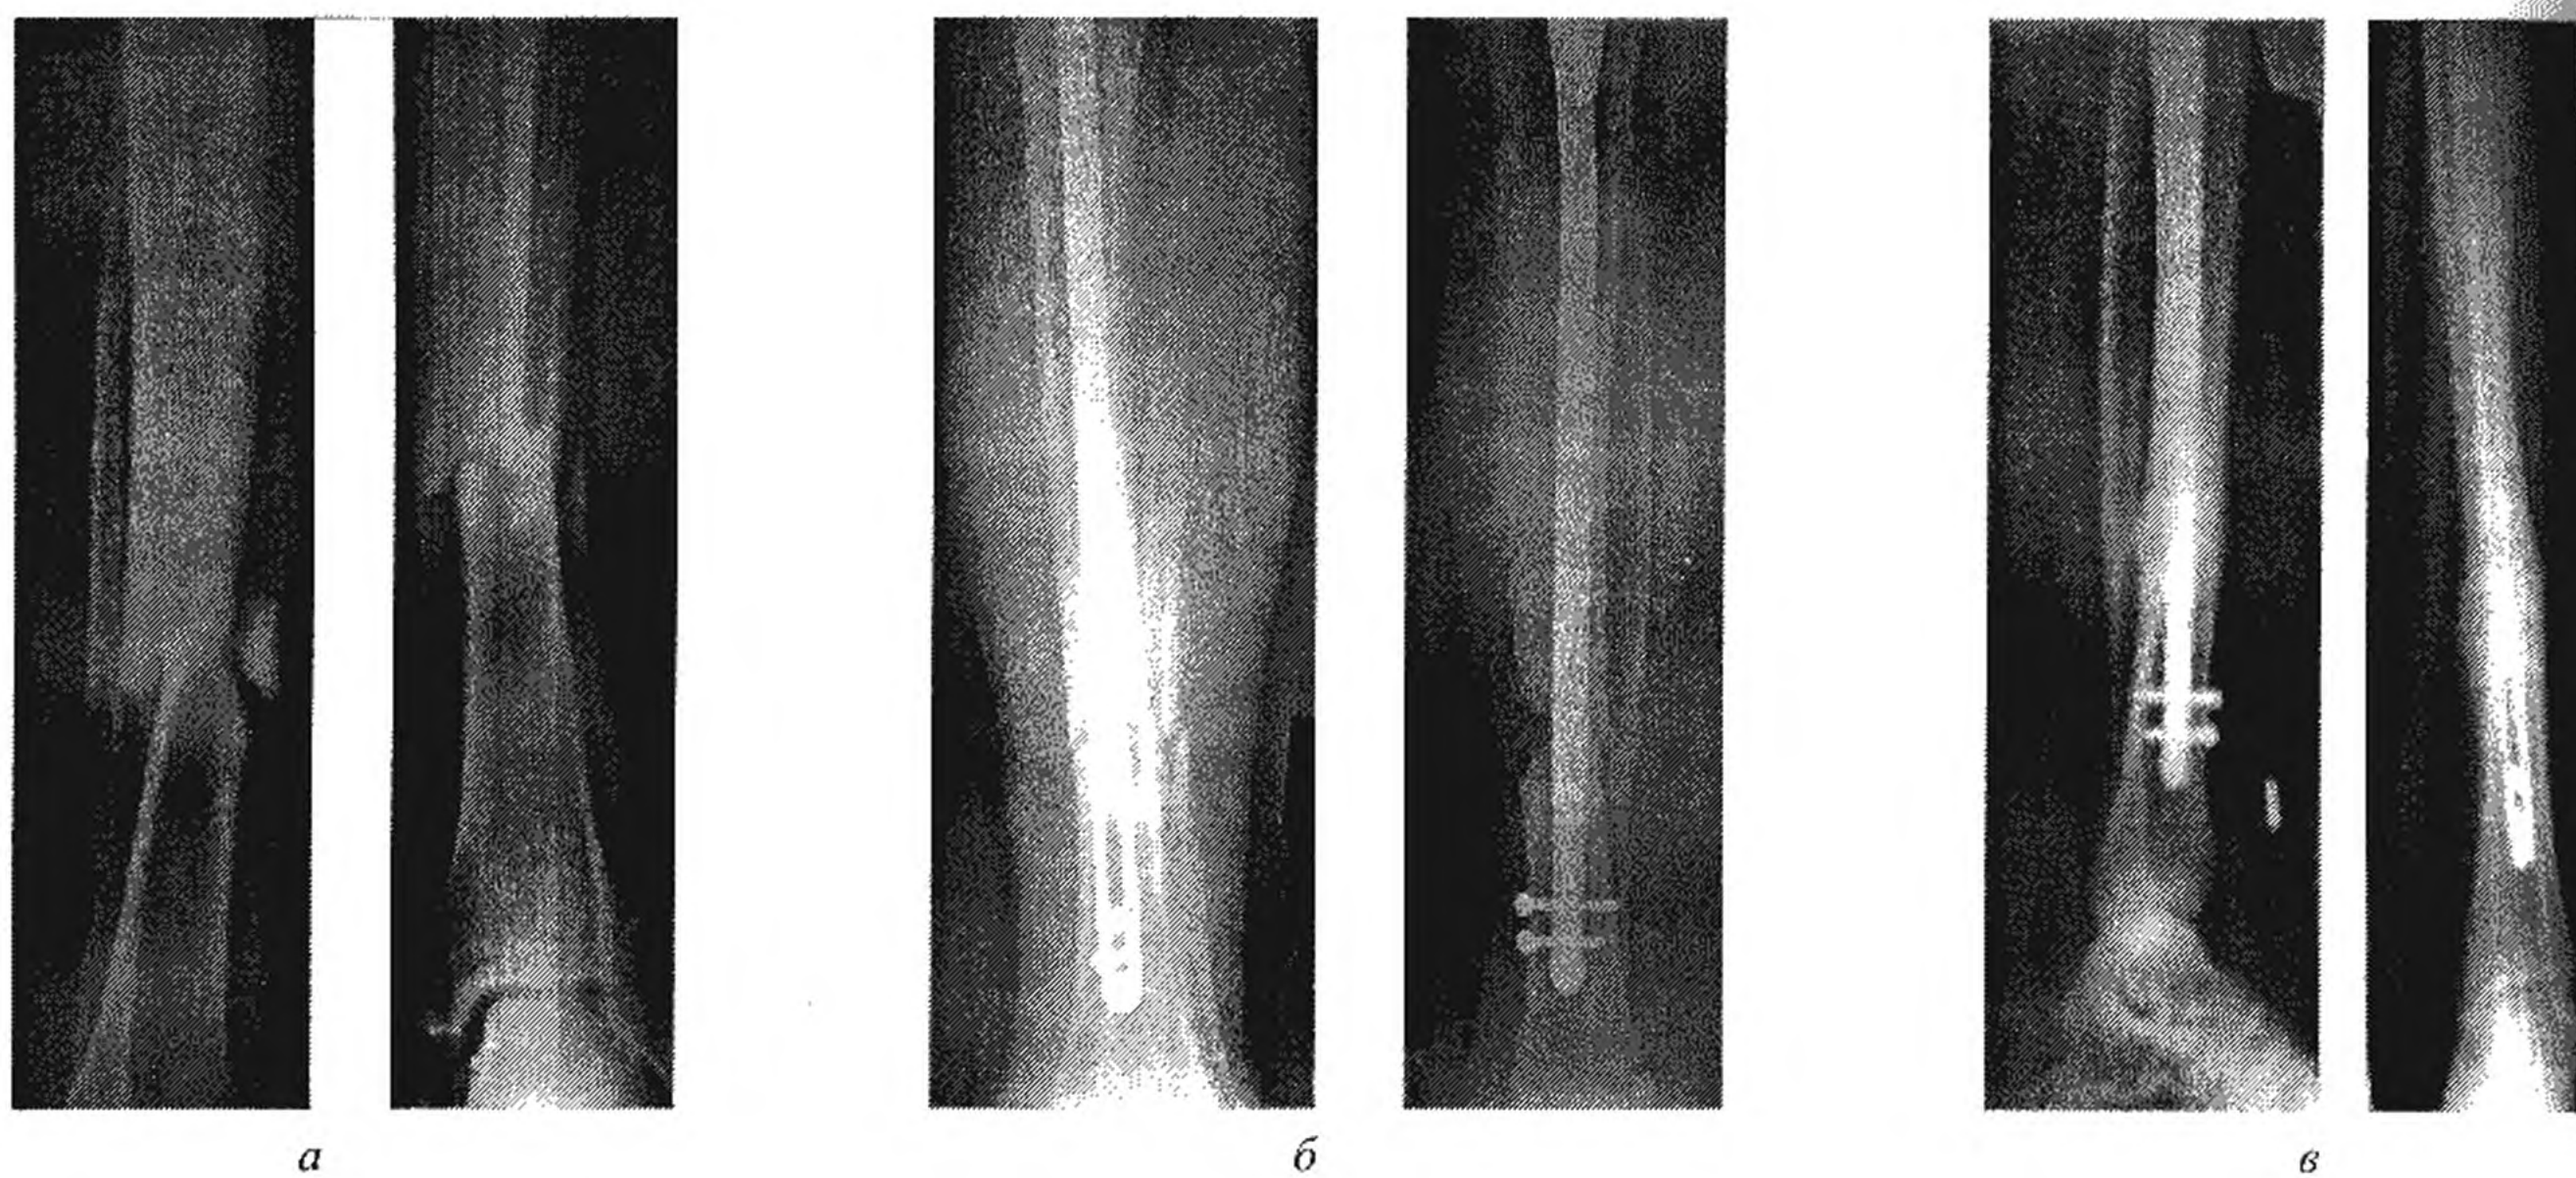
Рентгенограми хворого І. Діагноз: закритий поперечно-осколковий перелом кісток лівої гомілки.
